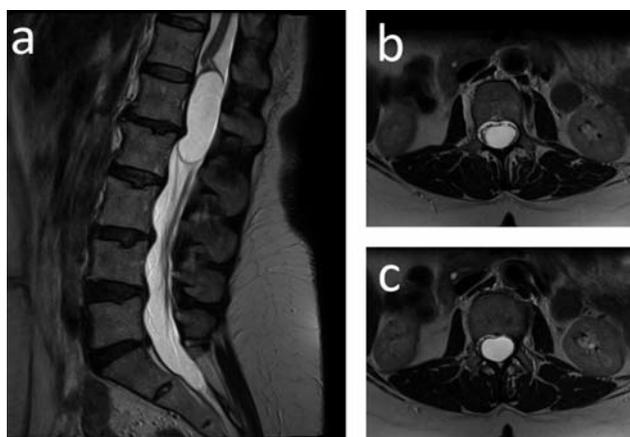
1a. Corte sagital de RMN de columna lumbar potenciada en T2, mostrando una cavidad quística a nivel del cono medular. Dicha lesión se extiende desde el tercio inferior del cuerpo de D12 hasta el tercio superior de L2, ocupando la totalidad del canal. 1b y 1c. Corte axial de RMN de columna lumbar potenciada en T2 a nivel de D12, donde se aprecia la cavidad quística que rechaza las raíces hacia la periferia del canal.
